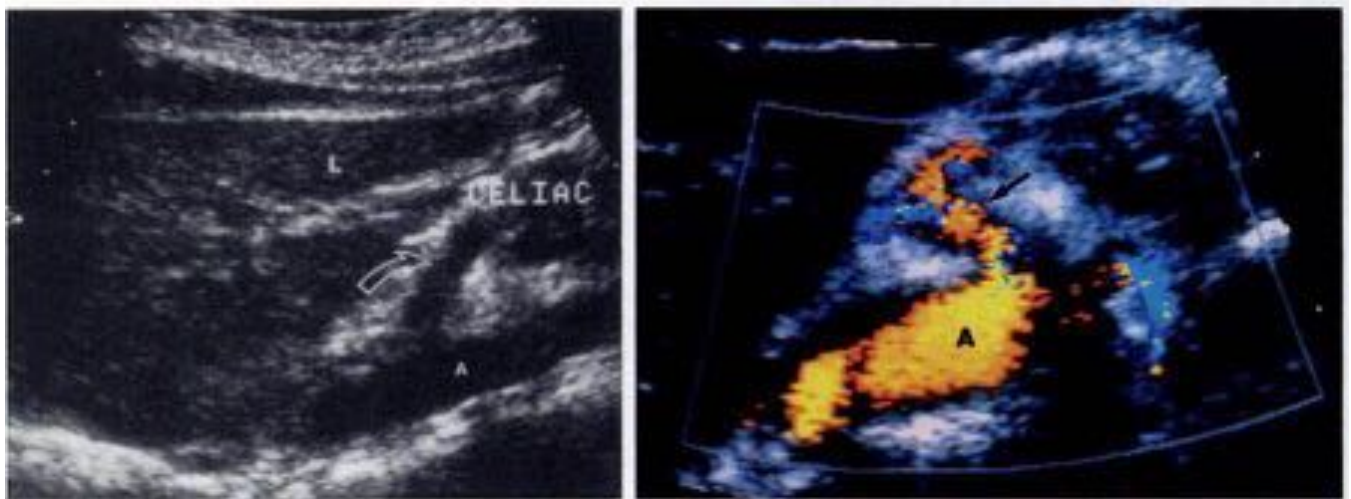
(a) Ecografía, corte longitudinal del tronco celiaco que muestra un tronco celiaco normal (flecha) durante la inspiración, orientado caudalmente respecto a su origen aórtico (A), lóbulo hepático izquierdo (L). (b) Ecografía doppler color, corte longitudinal del tronco celiaco durante la espiración. Hay un cambio en la orientación del tronco con angulación cefálica significativa respecto a la aorta (A).
